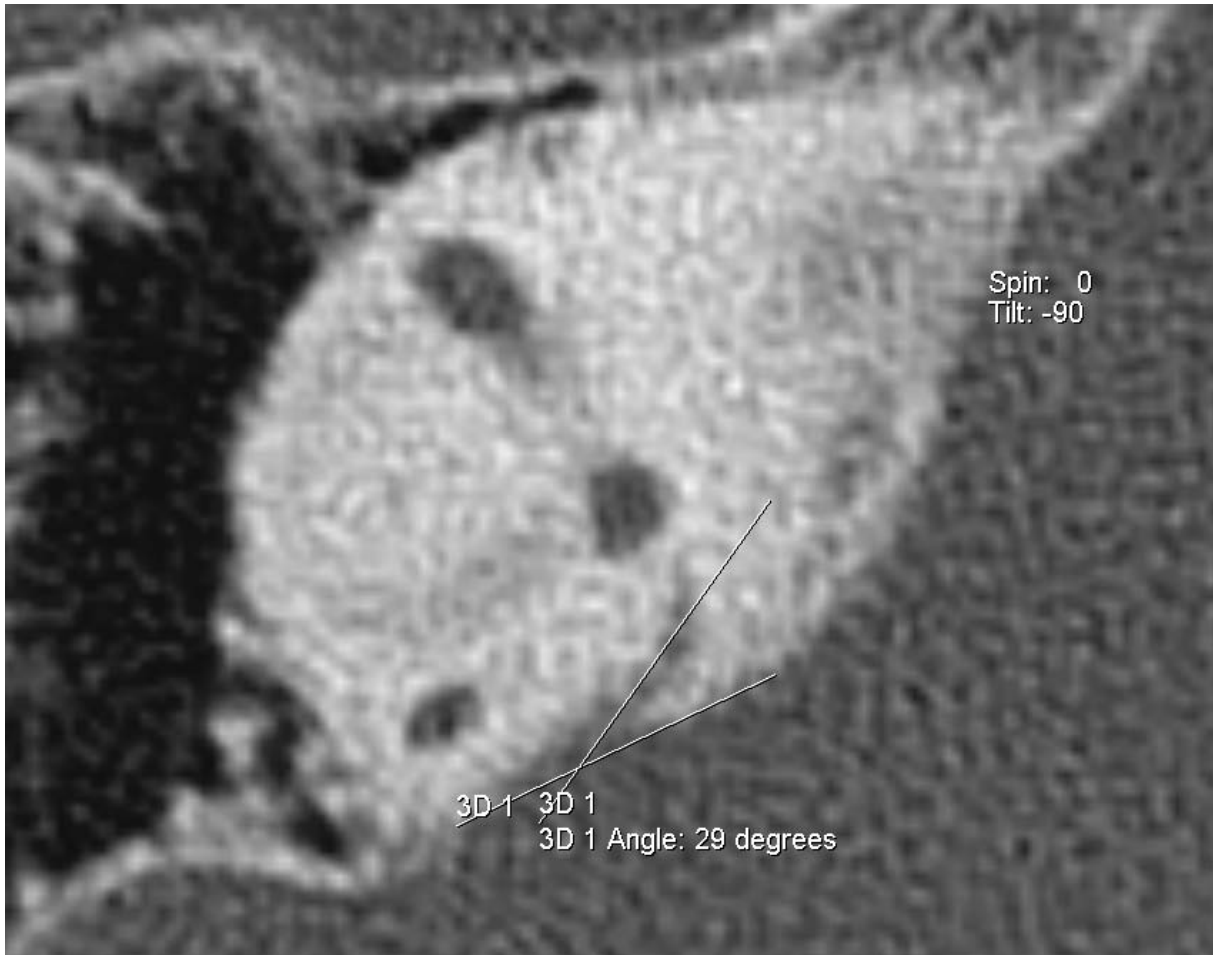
Messung des Winkel des Aquaeductus vestibuli {3D 1} [CT_VA_ANG_re] mit Tool ‚Angle‘
